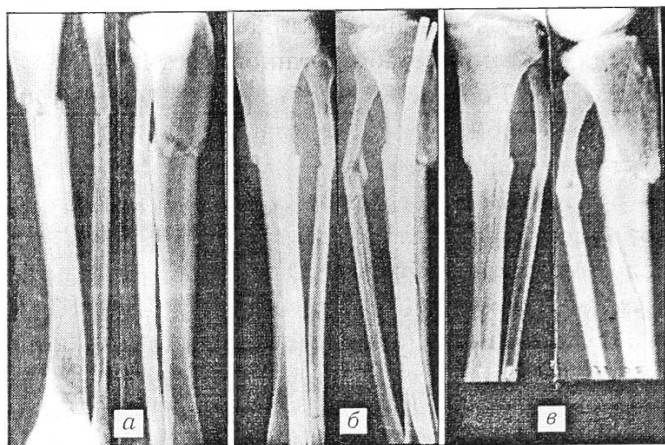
Рентгенограммы больного В.: а — до операции; б — после операции; в — после сращения отломков и удаления стержней.
